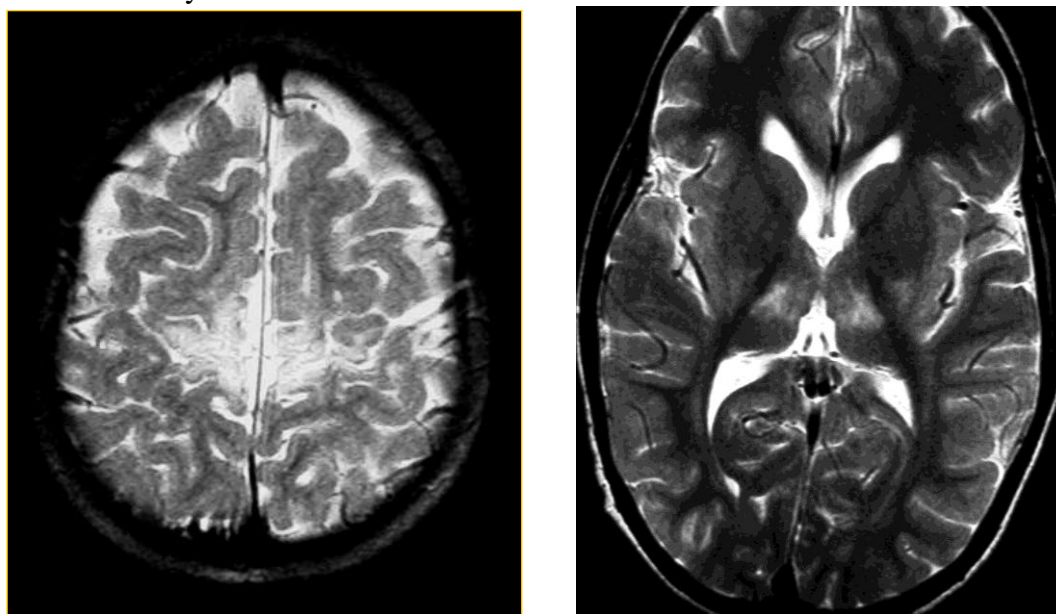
Axial T2-weighted sequences in a 4-year old boy who had suffered from a profound acute hypoxic ischemic injury at term. Note the signal hyperintensities in the lateral thalami, the dorsal putamina and the Rolandic cortex.
